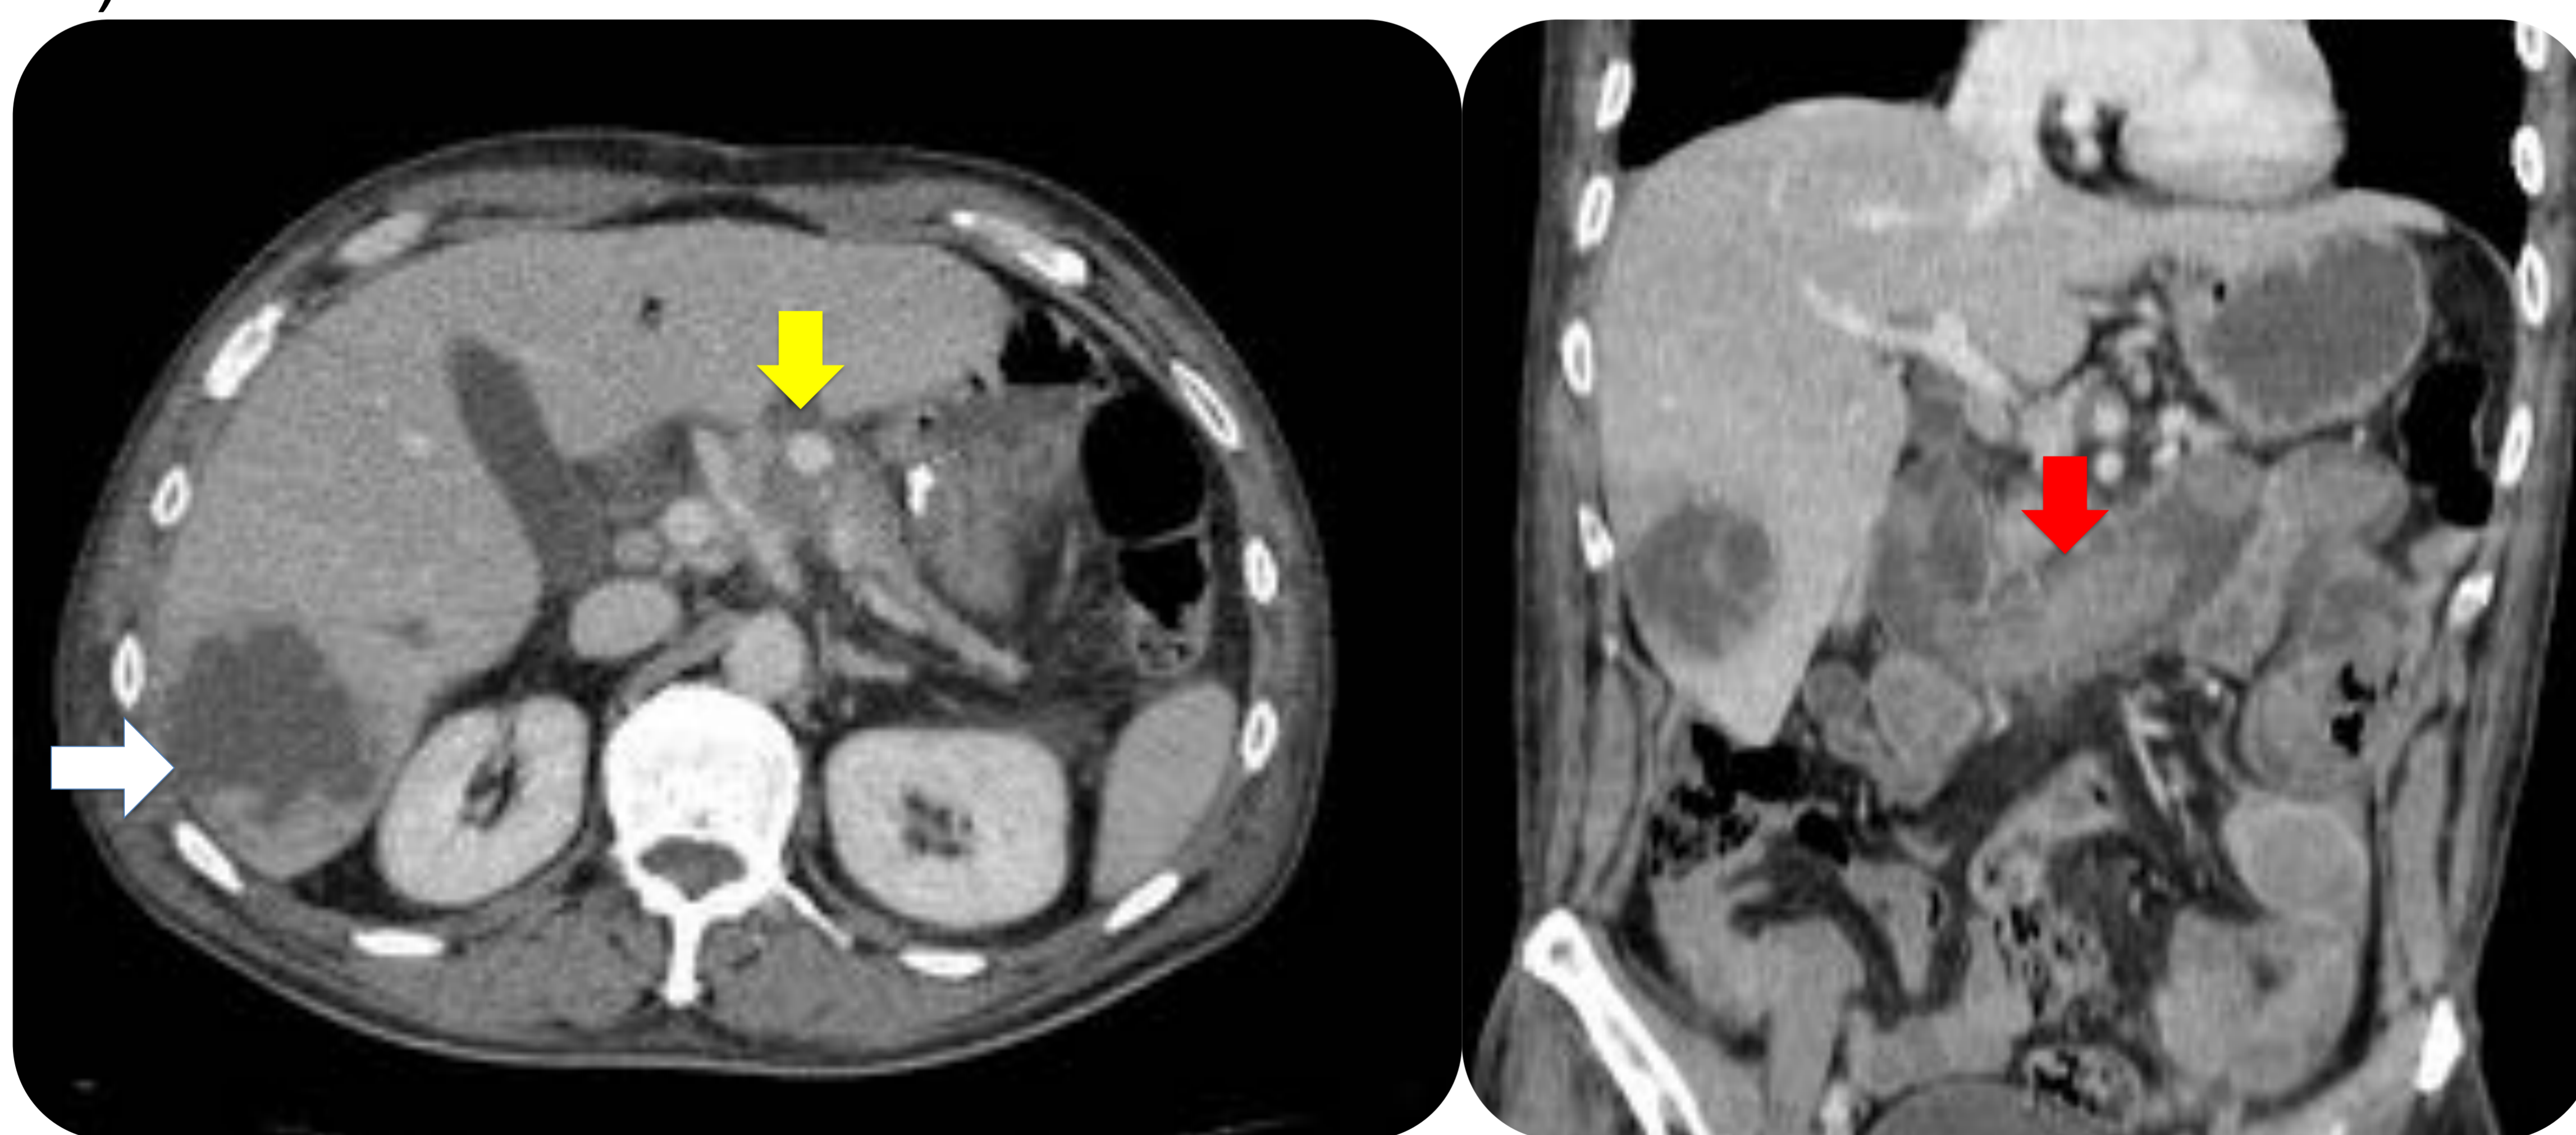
Paciente de 55 años con antecedentes de pancreatitis crónica, que acude al Servicio de Urgencias por fiebre, dolor epigástrico, náuseas, sudoración y hematemesis de 24 horas de evolución. Analítica: 18.000 leucocitos, Hb: 9,5 g/dl, sin alteración de las enzimas pancreáticas. Fig. 4a) imagen axial de TC abdominopélvico con contraste iv en el que se observa un área de necrosis en el cuerpo del páncreas con un nódulo hiperdenso en su interior (flecha amarilla) que se corresponde con un punto de sangrado arterial activo. En LHD existía una lesión hipodensa de paredes gruesas e hipercaptantes compatible con absceso (flecha blanca). Fig. 4b) reconstrucción coronal de TC abdominopélvica con contrastes iv que muestra una dilatación de las asas de intestino delgado, con contenido hiperdenso en su interior en relación a sangrado (flecha roja), que provenía del punto hemorrágico entrapancreático que drenaba al conducto de Wirsung y de ahí a la papila duodenal, diagnosticándose de “hemosuccus pancreático”.
